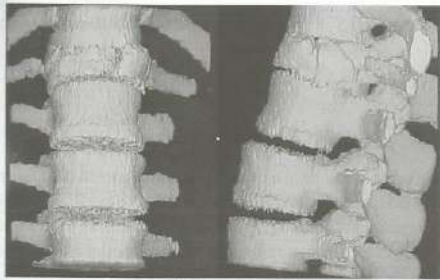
TC da coluna lombar com reconstruções tridimensionais demonstrando colapso parcial de corpo vertebral.
